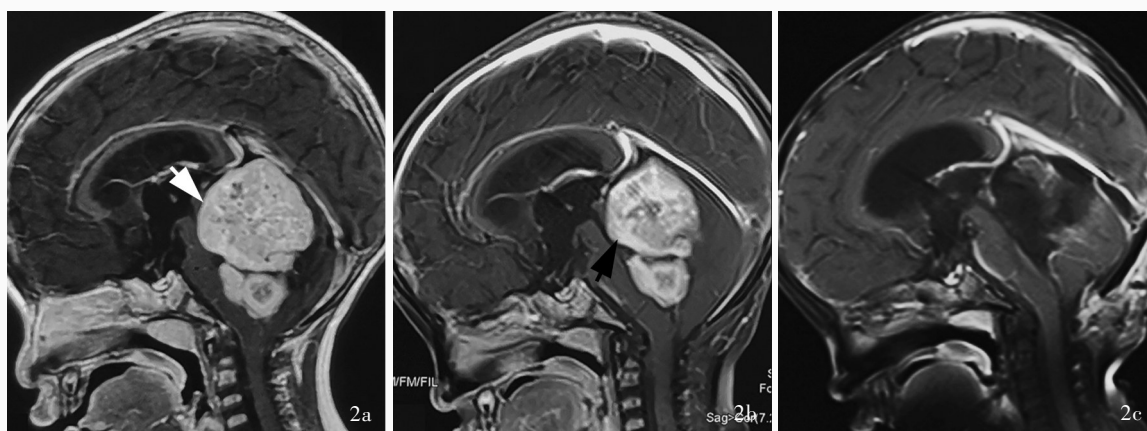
例5患儿头部MRI检查所见 2a 化疗前矢状位增强T₁WI显示,第四脑室占位性病变(箭头所示),肿瘤明显压迫脑干,考虑髓母细胞瘤 2b 化疗后10 d矢状位增强T₁WI显示第四脑室病灶体积较前缩小(箭头所示),肿瘤与脑干之间出现间隙 2c 术后7 d矢状位增强T₁WI显示第四脑室病灶全切除
